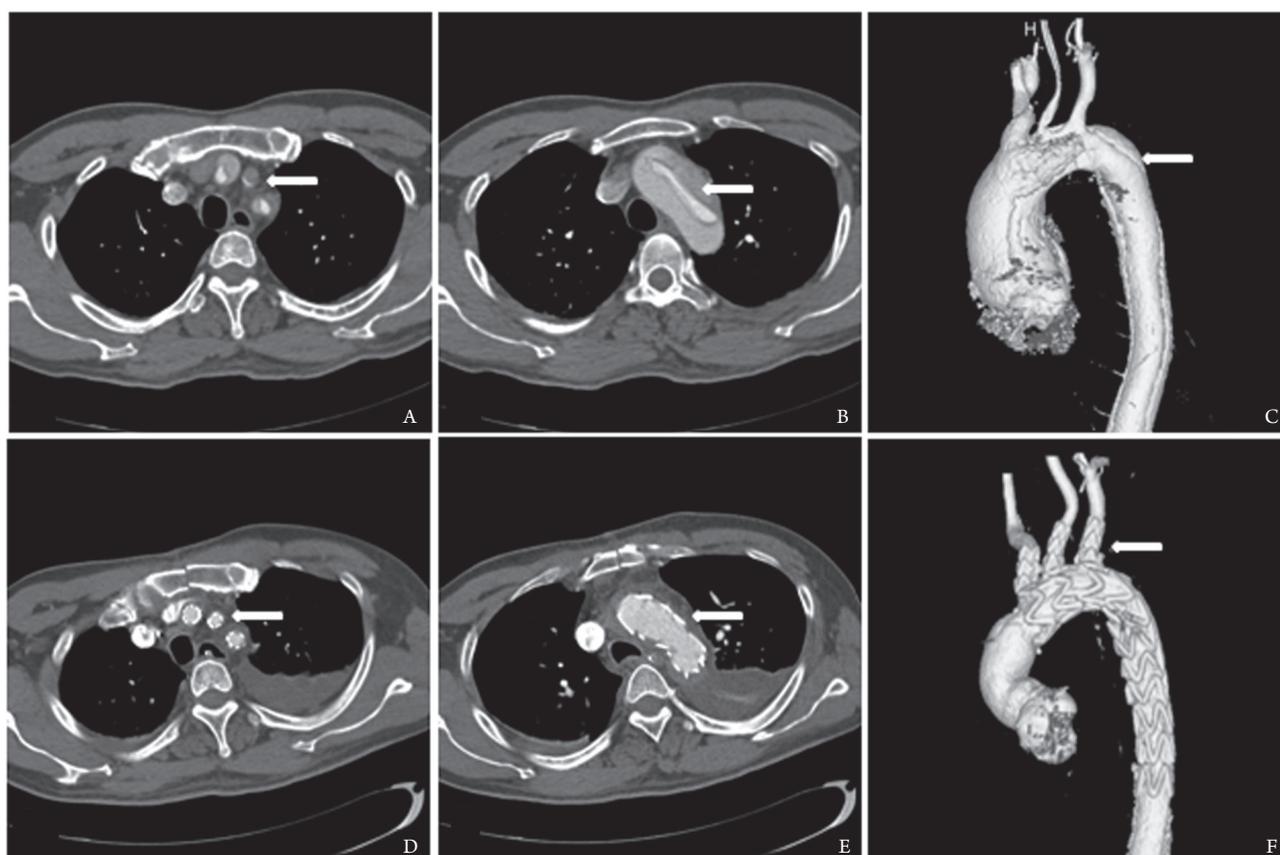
主动脉 CT 血管造影。A, B, C: 术前示 DeBakey I 型主动脉夹层; D, E, F: 三分支型主动脉弓腔内覆膜支架置入术后, 假腔消失, 支架舒展良好。
